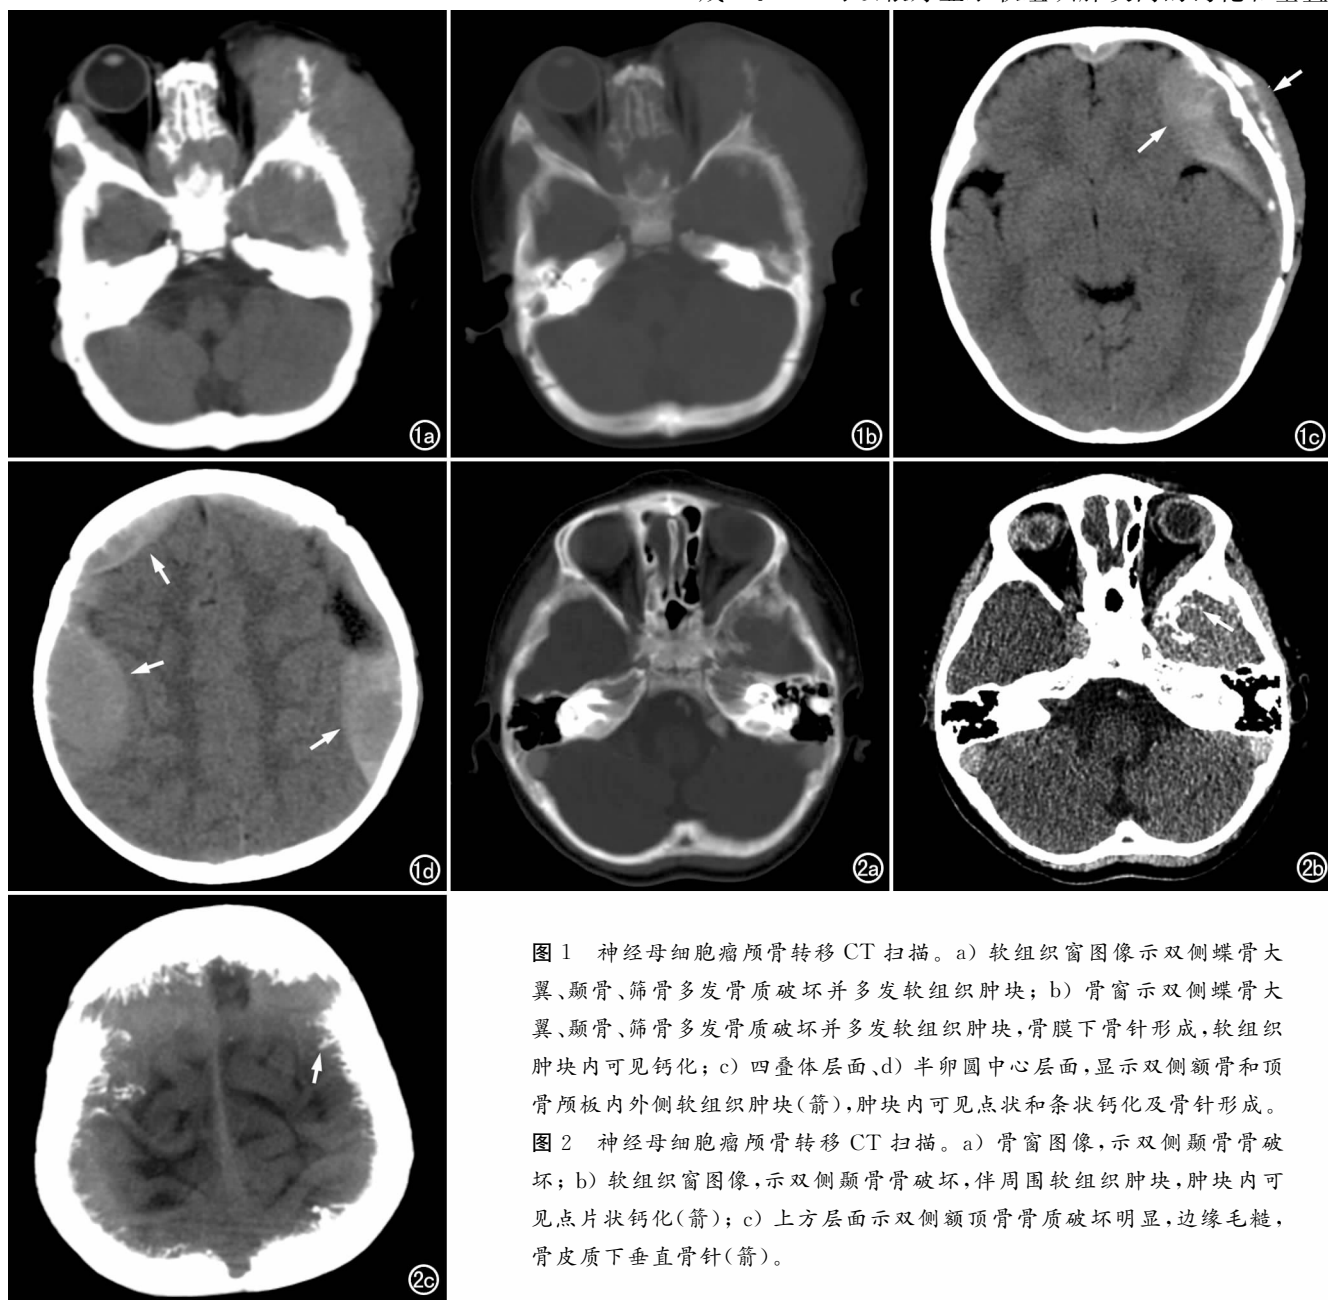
神经母细胞瘤颅骨转移 CT 扫描。a) 软组织窗图像示双侧蝶骨大翼、颞骨、筛骨多发骨质破坏并多发软组织肿块; b) 骨窗示双侧蝶骨大翼、颞骨、筛骨多发骨质破坏并多发软组织肿块,骨膜下骨针形成,软组织肿块内可见钙化; c) 四叠体层面、d) 半卵圆中心层面,显示双侧额骨和顶骨颅板内外侧软组织肿块(箭),肿块内可见点状和条状钙化及骨针形成。
